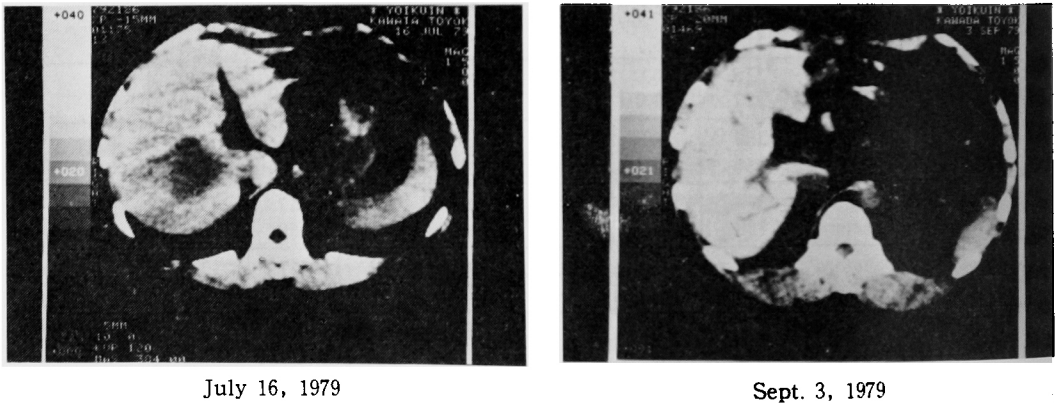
Computerized tomography of the liver
